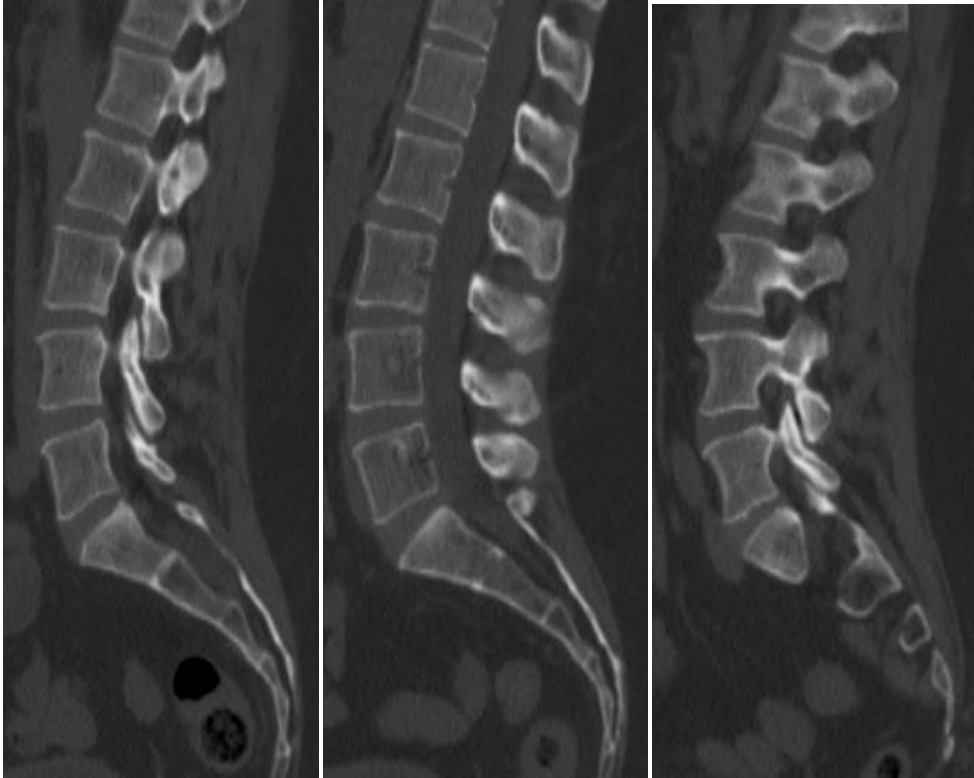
Imágenes de la columna lumbar de TAC. Imágenes propias.
